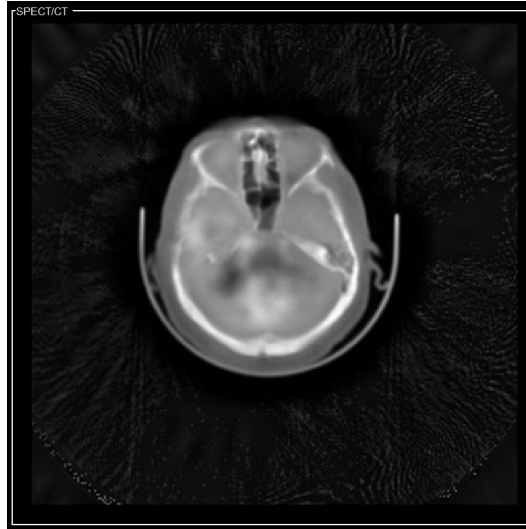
Fusión SPECT/TC - Pirámide del Contraste
